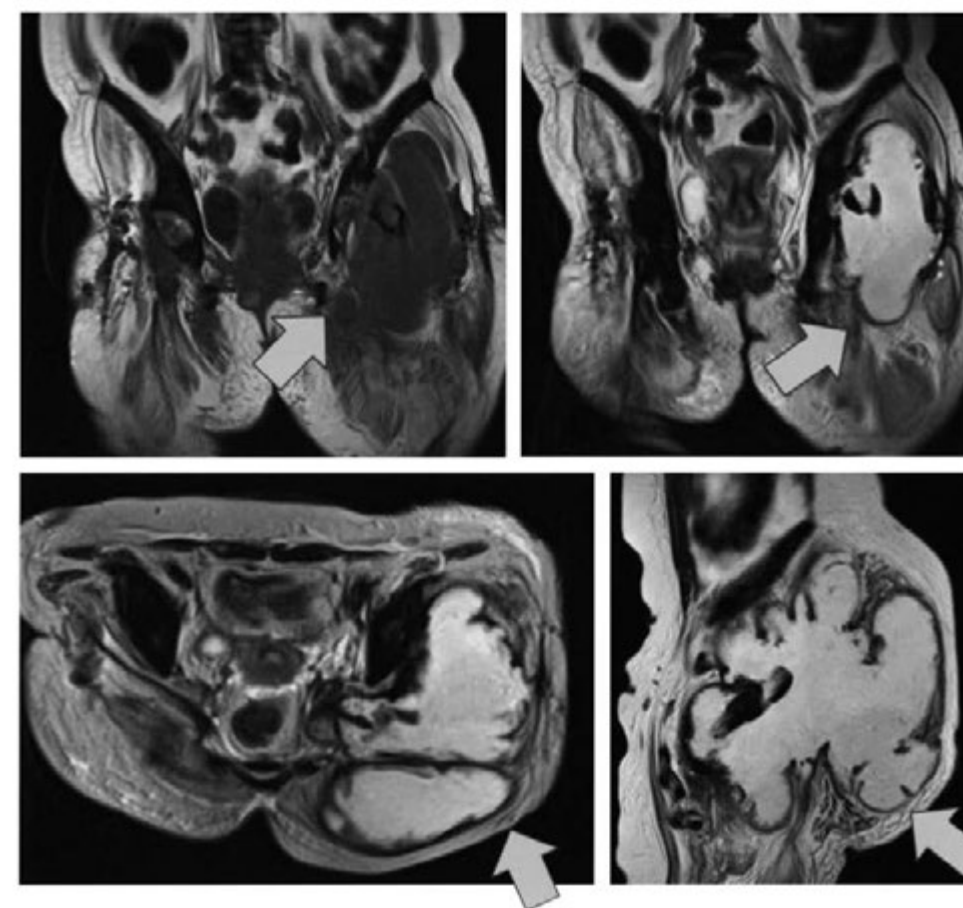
MRI：左股関節から臀部にかけて広範囲に拡大したT1W low T2W highの膿瘍を疑う所見
